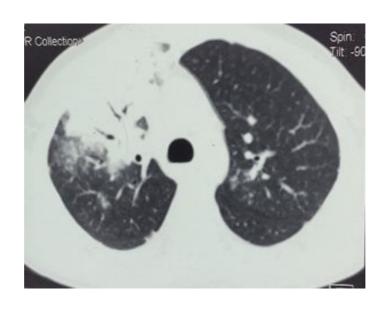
Компьютерная томография органов грудной клетки больного Б. до начала лечения
